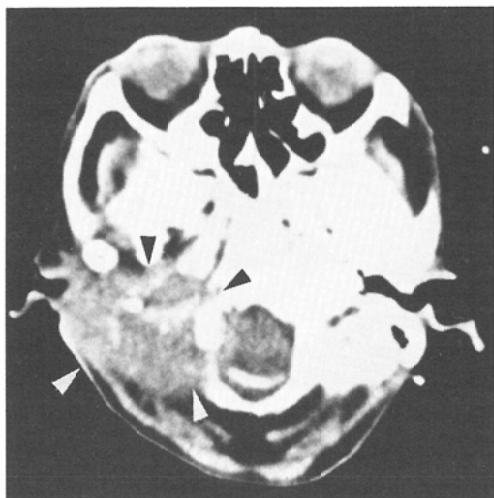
Case 1: CT scan following completion of radiotherapy for recurrent lesion. Tumor mass is reduced in size at the parapharyngeal space, bony destruction, however, is still persisted (arrowheads).
